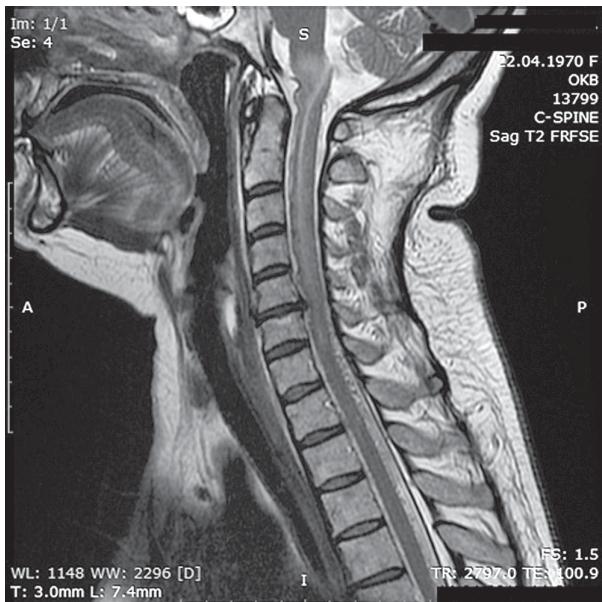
МРТ шейного отдела позвоночника: парасагитальные очаговые изменения на уровне С1-С6. Дегенеративные изменения позвоночника и межпозвоночных дисков, небольшая срединная с акцентом вправо грыжа МПД С5-С6.
